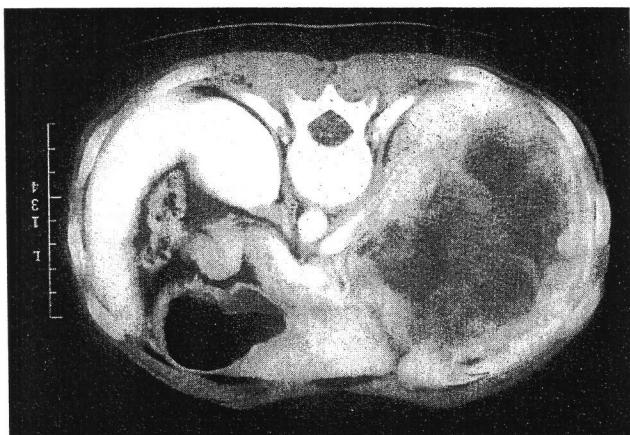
Abdominal computed tomogram. A large mass occupied right lobe and left medial lobe of the liver.
